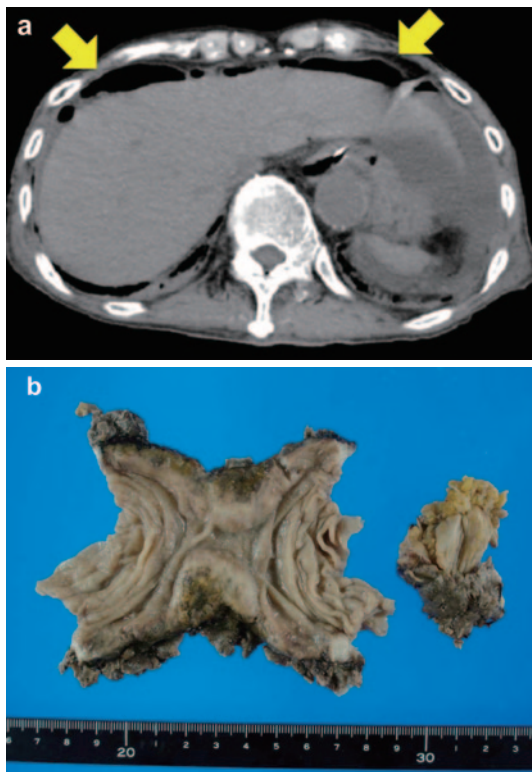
(a) Computed tomography of the abdomen showing free gas (←). (b) Macroscopic appearance of the resected tumor showing perforation of the small intestine.
